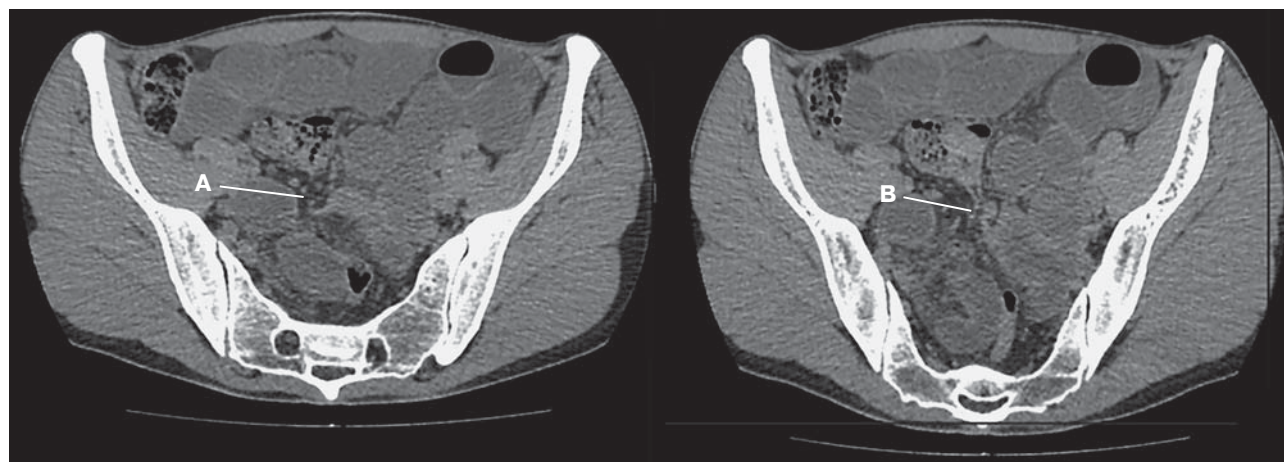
Рентгенологические симптомы острой спаечной тонкокишечной непроходимости при МСКТ. А – симптом “клюва”, В – симптом “fat notch” на 2 мм ниже от “клюва” по аксиальному срезу.
